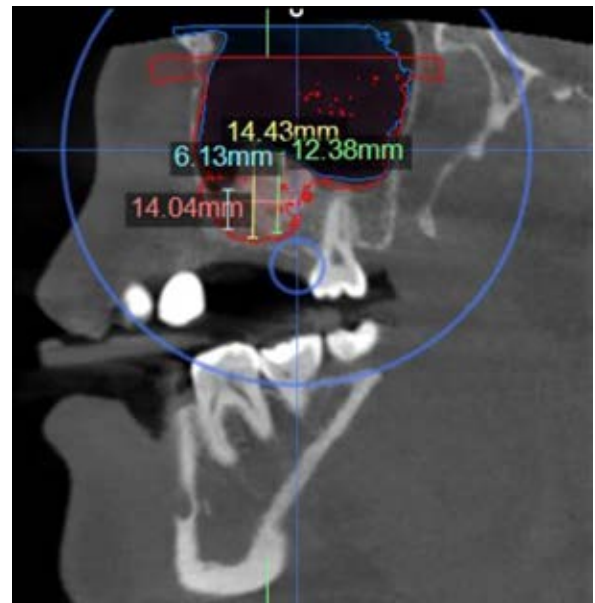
Tomografía computarizada de haz cónico seis meses posteriores a la elevación del seno maxilar donde se evidencia la ganancia ósea y se cuantifica utilizando el software Nemetec.
